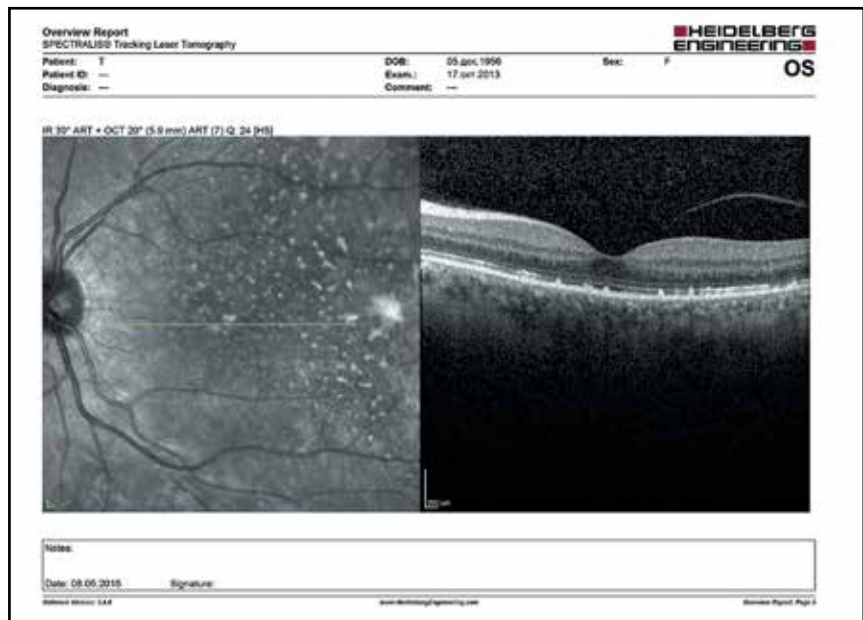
Оптическая когерентная томограмма глазного дна OS: поля пролиферации пигментного эпителия сетчатки с точечными очажками фиброза в макулярной области
